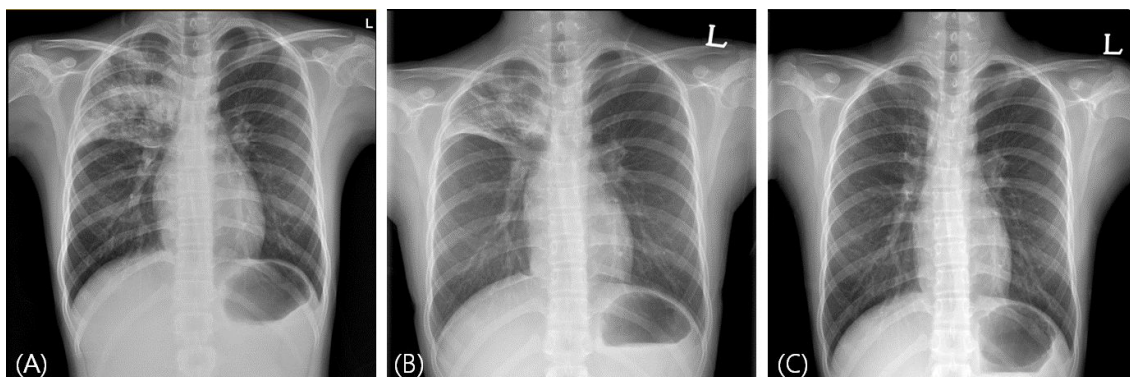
(A) Chest X-ray on 1st admission showed pneumonic consolidation in right upper lobe and peribronchial infiltration in both lung field. (B) X-ray on 2nd admission showed decreased residual pneumonic consolidation involving right upper lobe. (C) Follow-up chest X-ray on 2 months after discharge showed improved peribronchial infiltration in the right upper lobe.
